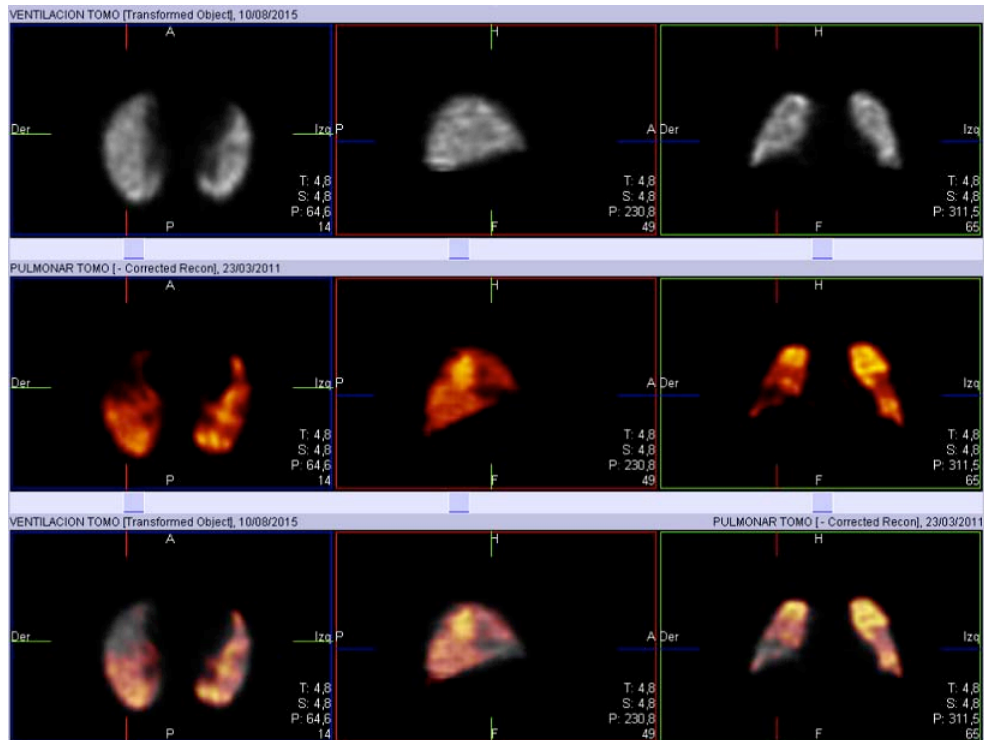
Estudio SPECT de V/P pulmonar positivo para TEP. En la parte superior estudio de ventilación normal. En la línea central estudio de P pulmonar que muestra defectos de perfusión segmentarios y subsegmentarios de distribución vascular. En la línea inferior imágenes de fusión de V/P que muestran las discordancias entre ambos estudios. Las imágenes corresponden a un paciente varón de 45 años, sin alergias medicamentosas conocidas, que consulta por un dolor torácico en hemitórax izquierdo que no mejora con el tratamiento analgésico. En la radiografía de tórax destacan atelectasias bibasales y presenta un valor de dímero-D de 4823 ng/dL. Además la Eco-doppler de EEII confirmó una TVP en la vena poplítea derecha. El paciente recibió tratamiento anticoagulante durante seis meses sin complicaciones durante el seguimiento de 30 meses.
